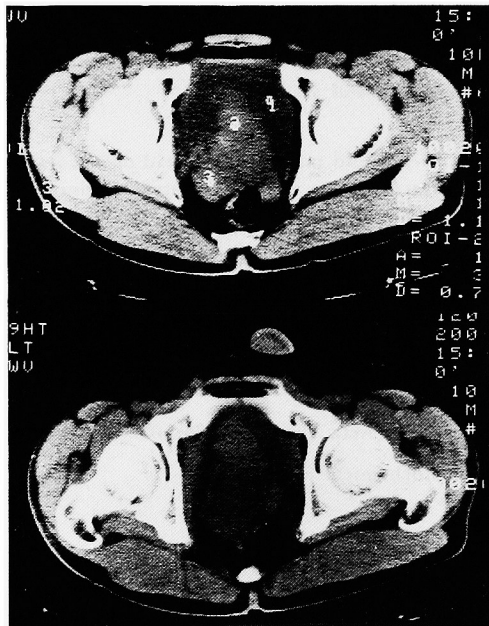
Abdominal CT showed prostatic enlargement (lower) and protrusion to the bladder (upper).
